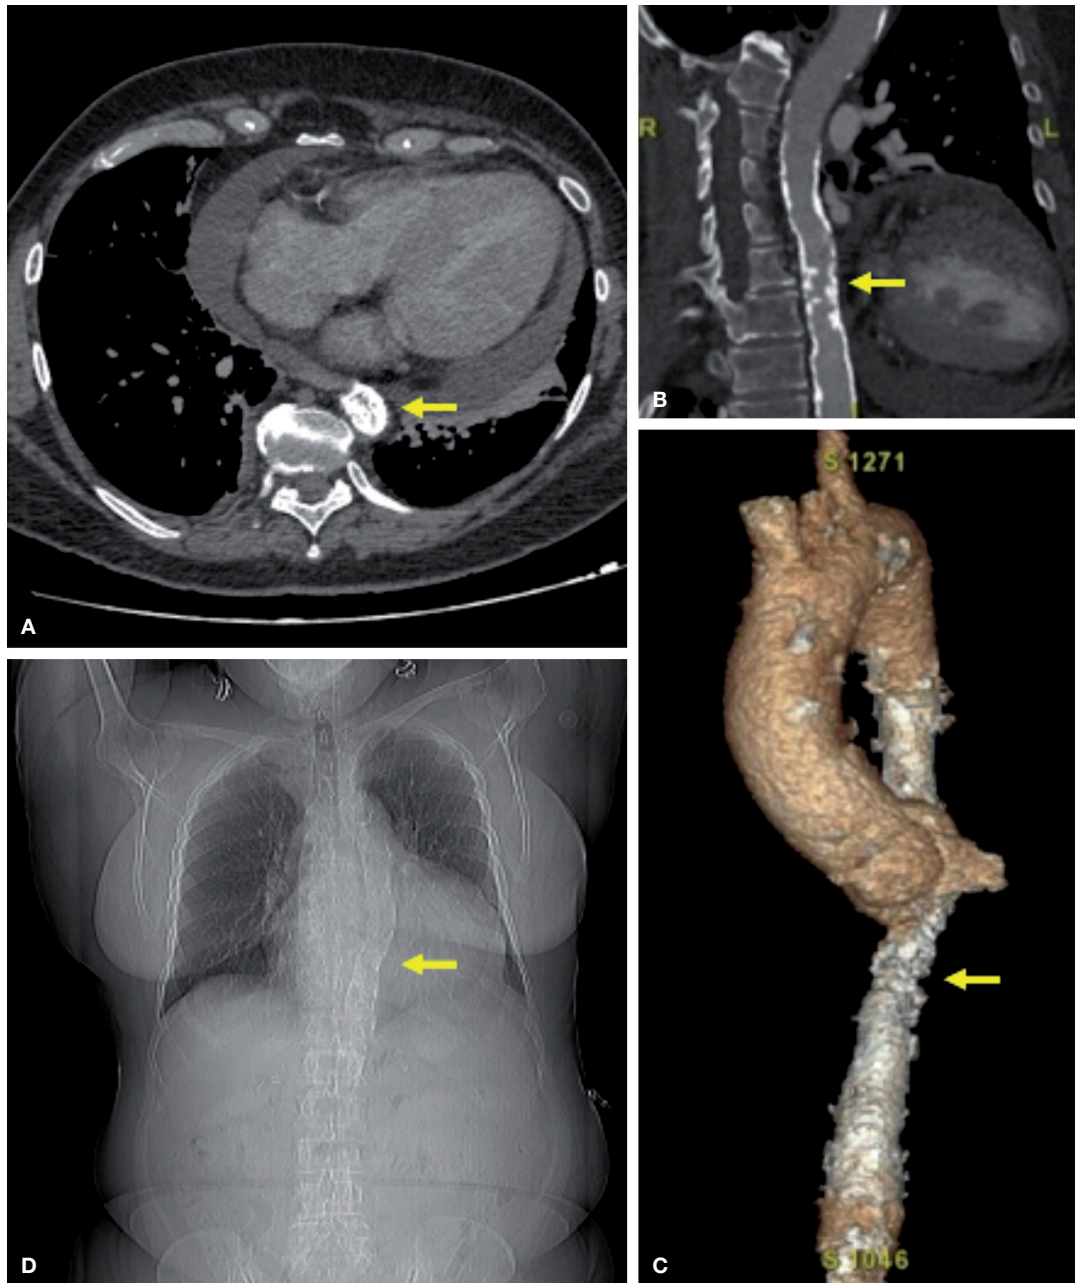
Cortes axial (A) y sagital (B) del tórax de tomografía axial computarizada que muestran la estenosis y calcificación de la aorta (flecha amarilla). La reconstrucción en 3D muestra la extensión de la calcificación (C), que también se aprecia en la radiografía de tórax (D).
